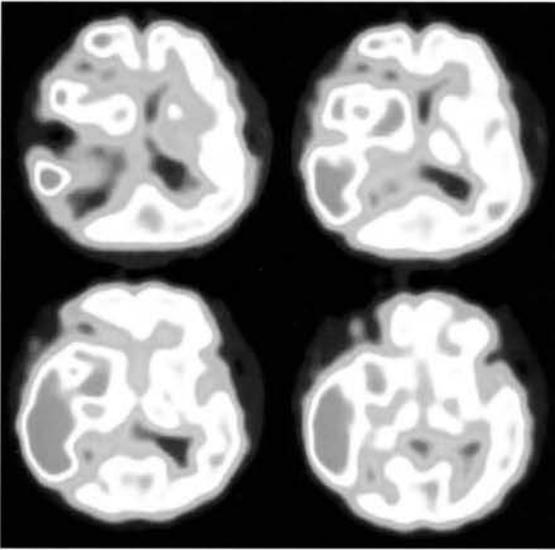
64歳、男性。亜急性期脳梗塞で再開通した例。発症14日目のTc-99m HMPAO脳血流SPECTを示す。なお、MRIでは高範囲な梗塞がみられ、一部T1WIでGdで増強される領域がみられた。脳血流SPECTで高血流がみられる部分は、今回の梗塞部位で再開通した領域に一致した。
